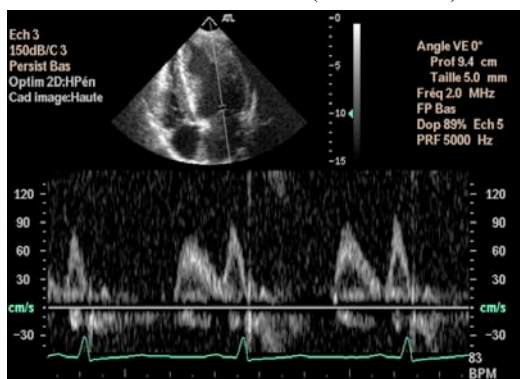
Echographie-Doppler
